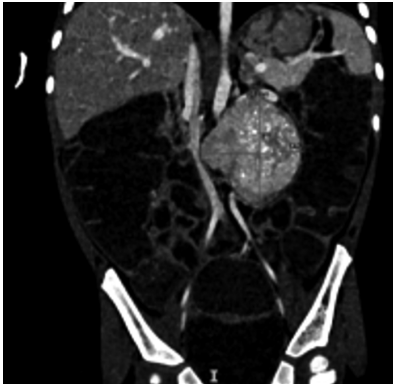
TC addome: massa solida a margini netti in sede retroperitoneale mediana-paramediana sinistra, di circa 52x58x63mm APxLLxCC.
